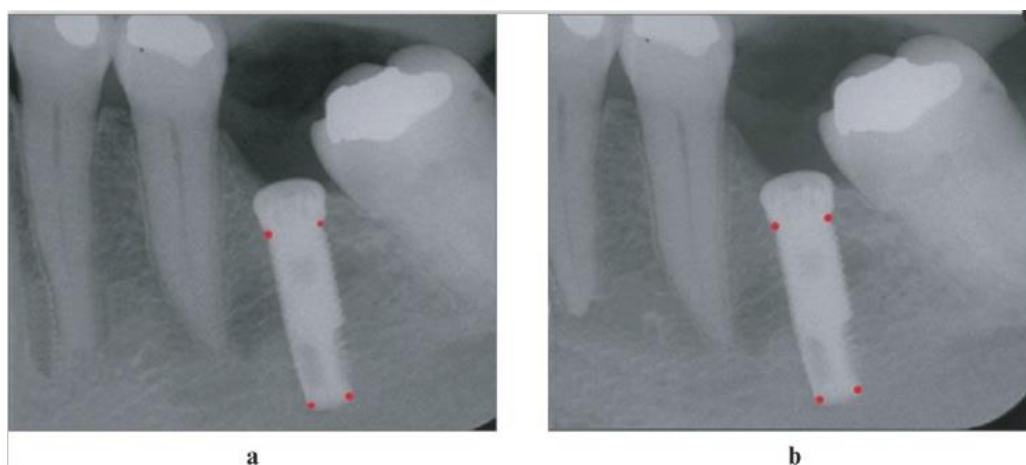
Alinhamento de radiografias através de 4 pontos de referência. a - radiografia base; b - radiografia para comparação. (Carneiro, et al., 2012)
